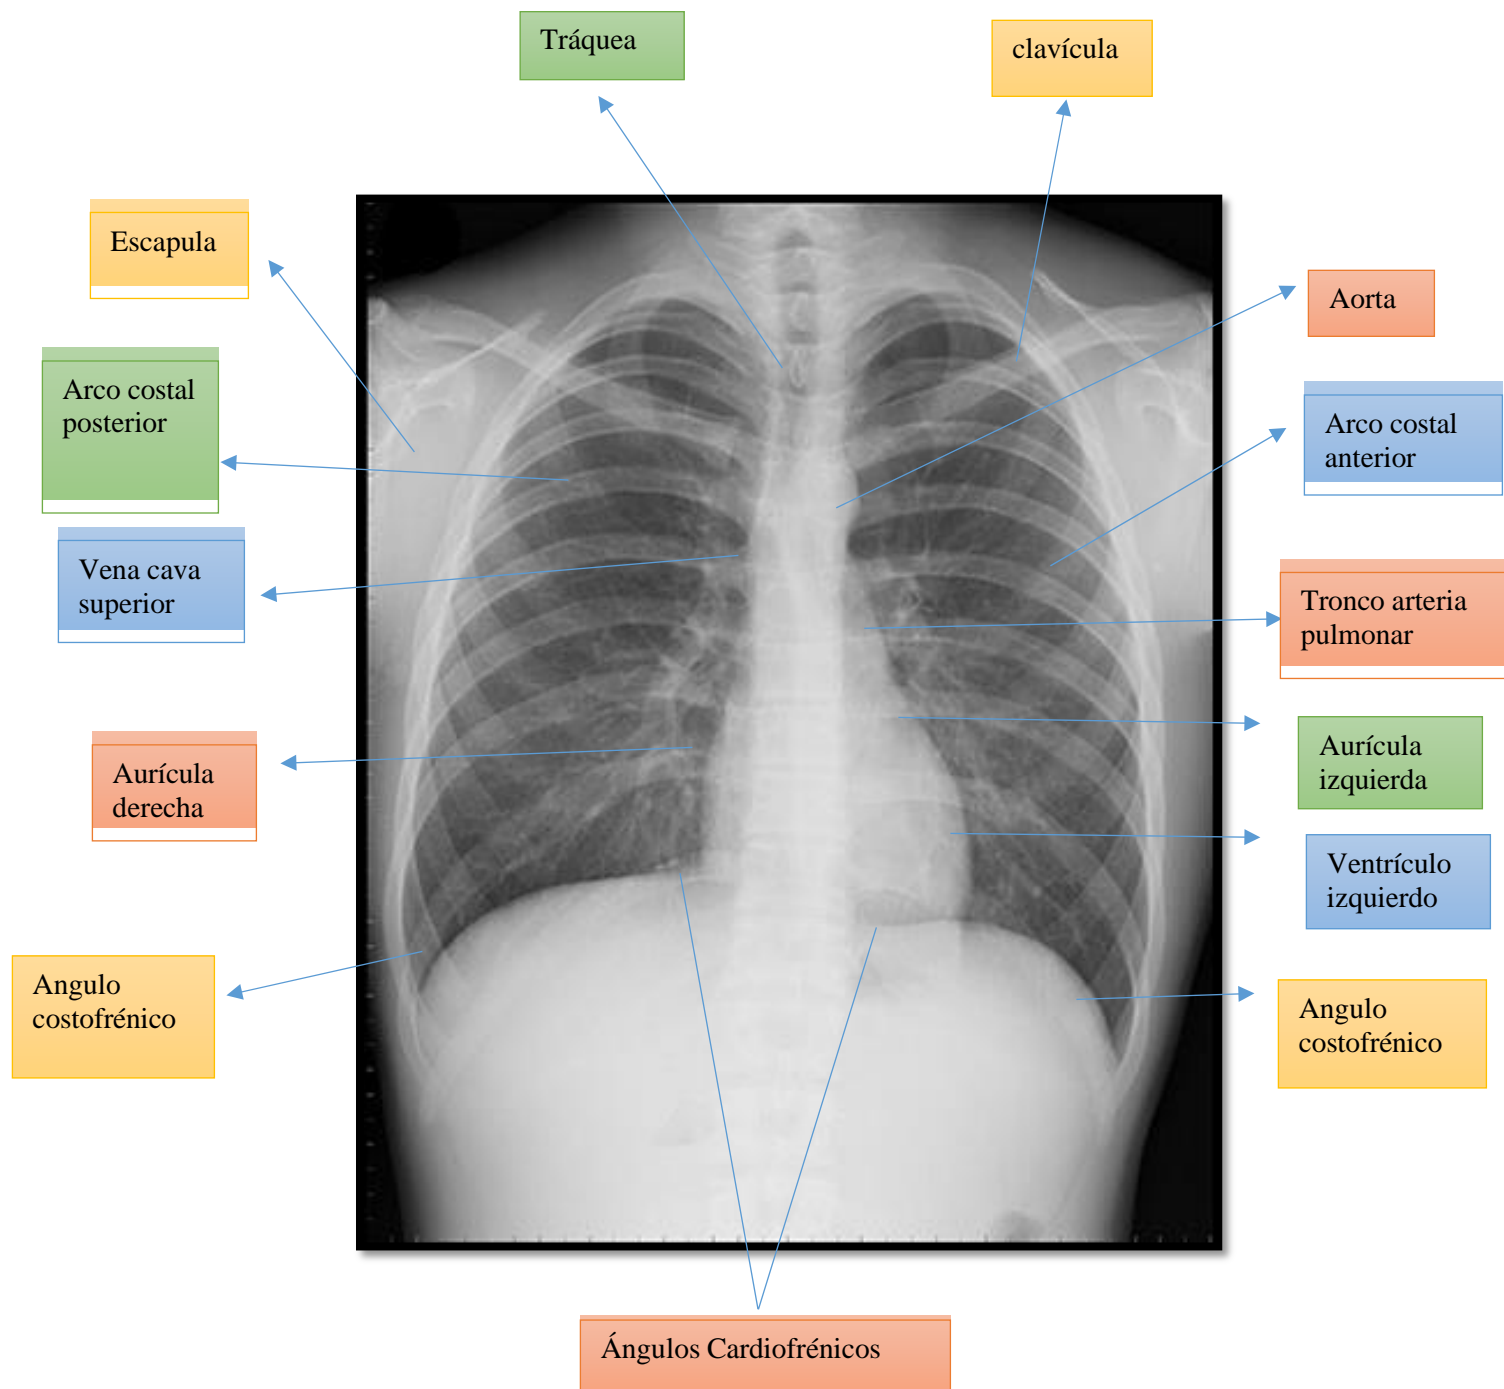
Rx de tórax Normal. Recuperado de <https://www.sochradi.cl/informacion-a-pacientes/torax-y-cardiovascular/radiografia-torax/>
